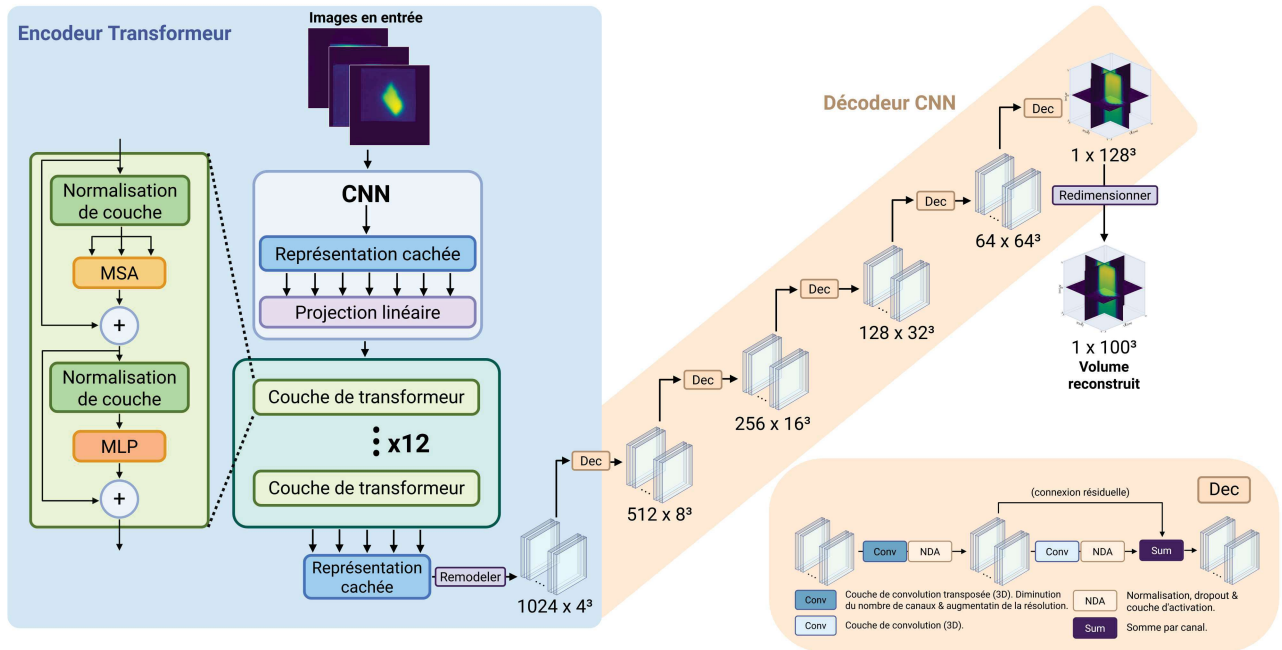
Architecture sélectionnée pour le réseau de neurones profond utilisé pour la reconstruction tomographique.
